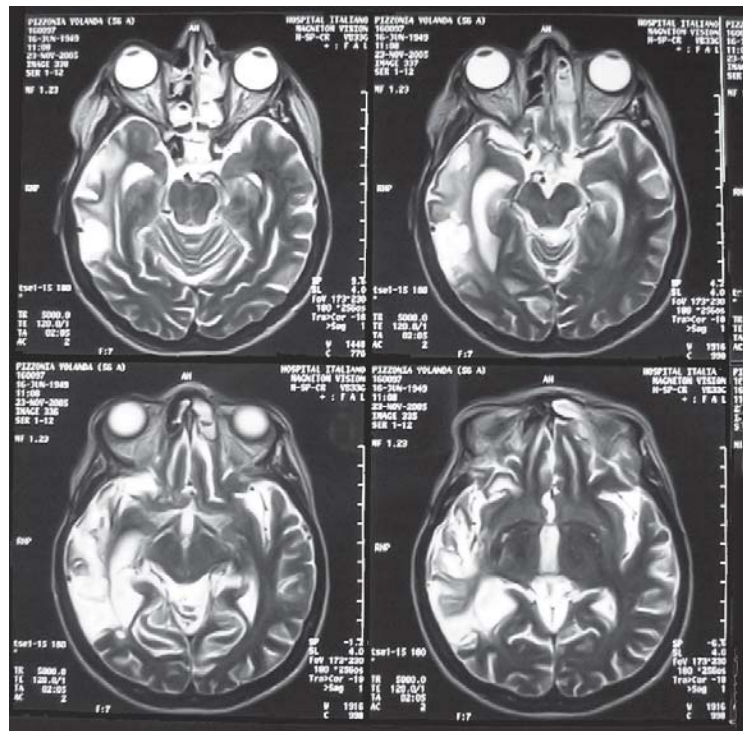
RMN de encéfalo (secuencia T2) que evidencia la secuela córtico-subcortical en territorio de la arteria cerebral media derecha, sin que se aprecien nuevas lesiones en el parénquima cerebral.
